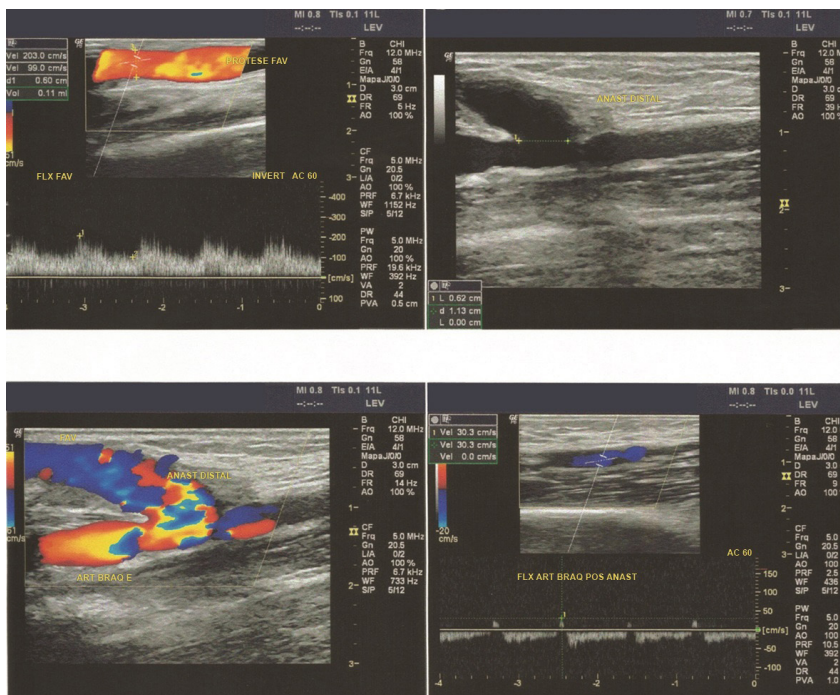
Doppler de controle.
